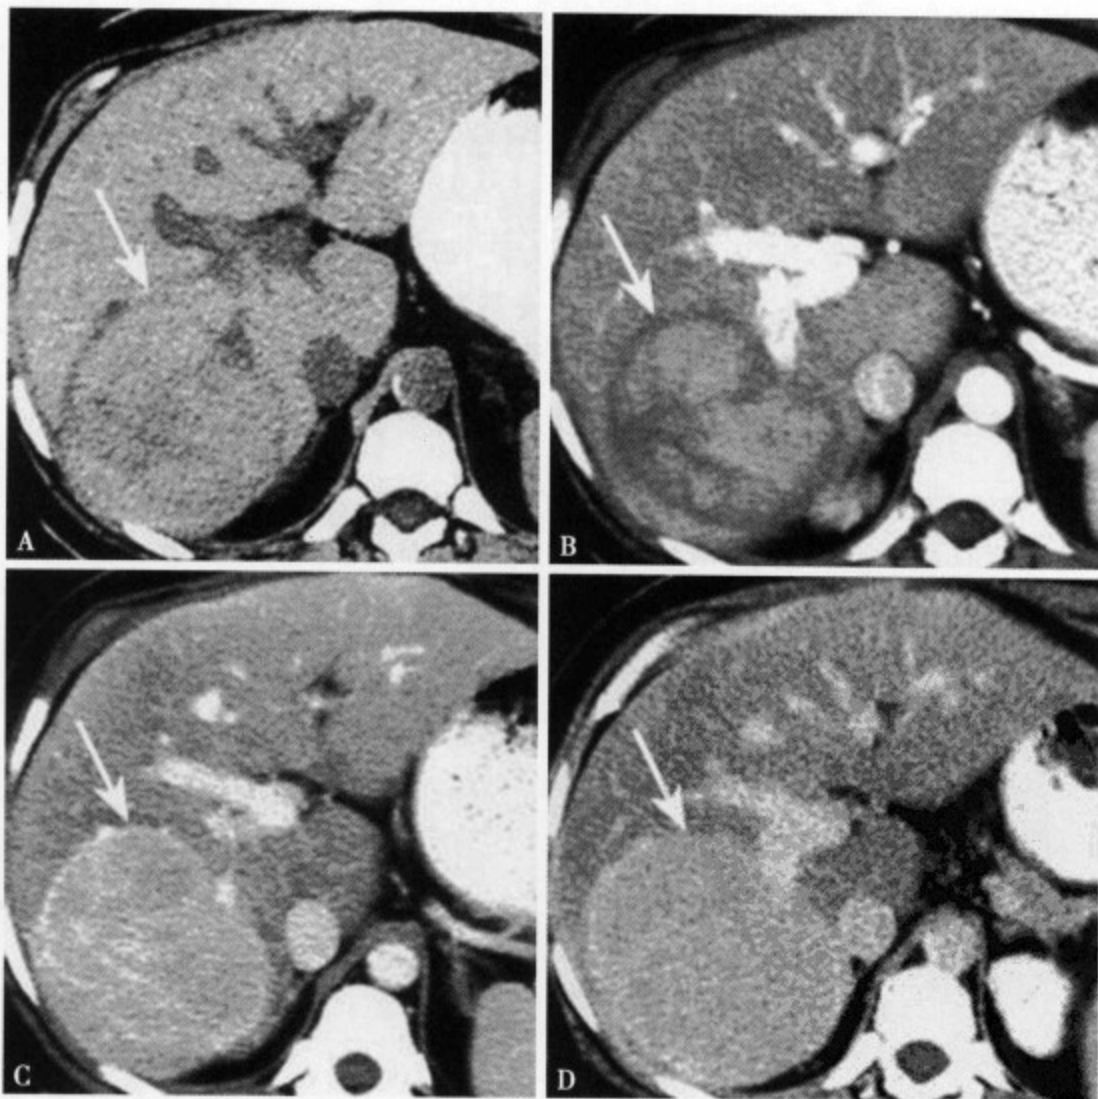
CT 平扫 (A) 肝右叶后段显示一等密度圆形肿块，直径约 5.5cm；增强 CT 动脉期 (B) 肿瘤可见不均匀性轻度强化，边缘部强化不明显；门静脉期 (C) 肿瘤明显强化，边缘光整清楚，但密度仍欠均匀；平衡期 (D) 肿瘤明显均匀性强化，边缘光整清楚
